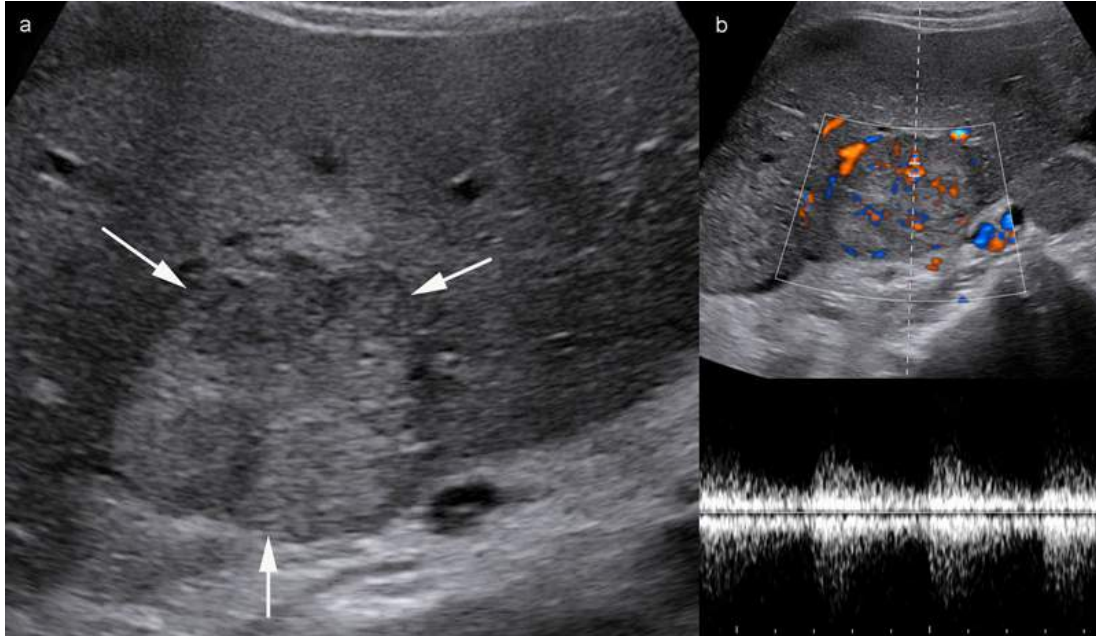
Métastase hyperéchogène hétérogène en mode B (a) de tumeur stromale (GIST) (flèches). Au Doppler (b), la lésion est hypervascularisée avec un pédicule artériel central qui pourrait faire faussement évoquer une HNF. Ici, le contexte de GIST de l'estomac était connu et donc le diagnostic de localisation secondaire facile.
